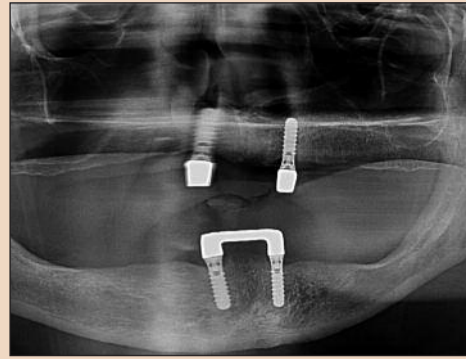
Исходная рентгенограмма (ортопантомограмма); видны два имплантата (снабженных телескопами) на верхней челюсти.
